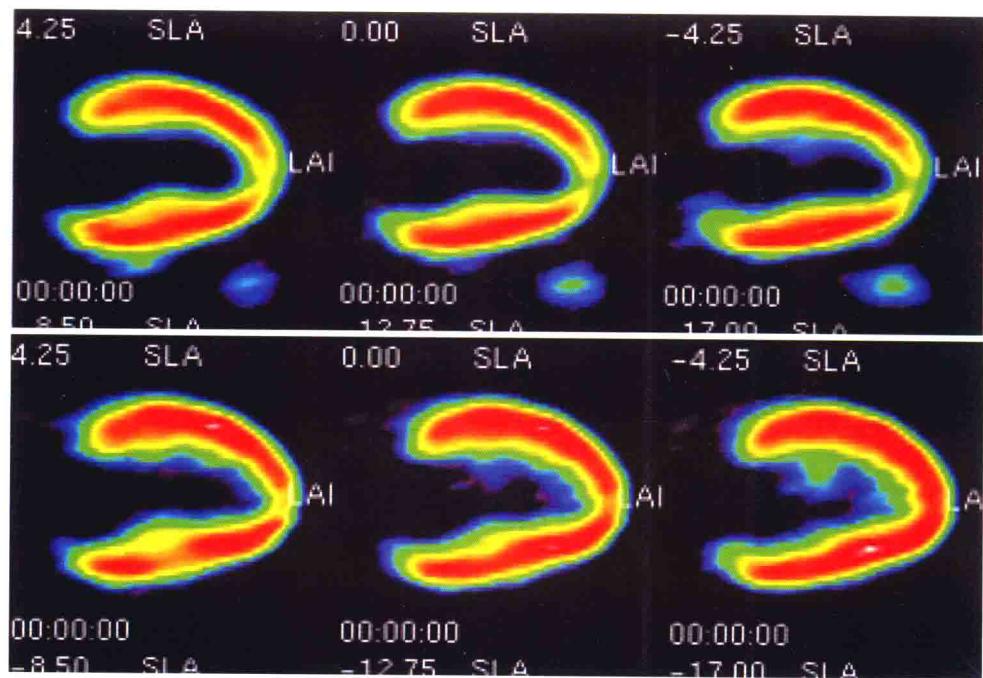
上排图: $^{13}\text{N}-\text{NH}_3\text{O}$ PET 心肌血流灌注图像(垂直长轴); 下排图: $^{18}\text{F}-\text{FDG}$ PET 心肌代谢图像(垂直长轴)
